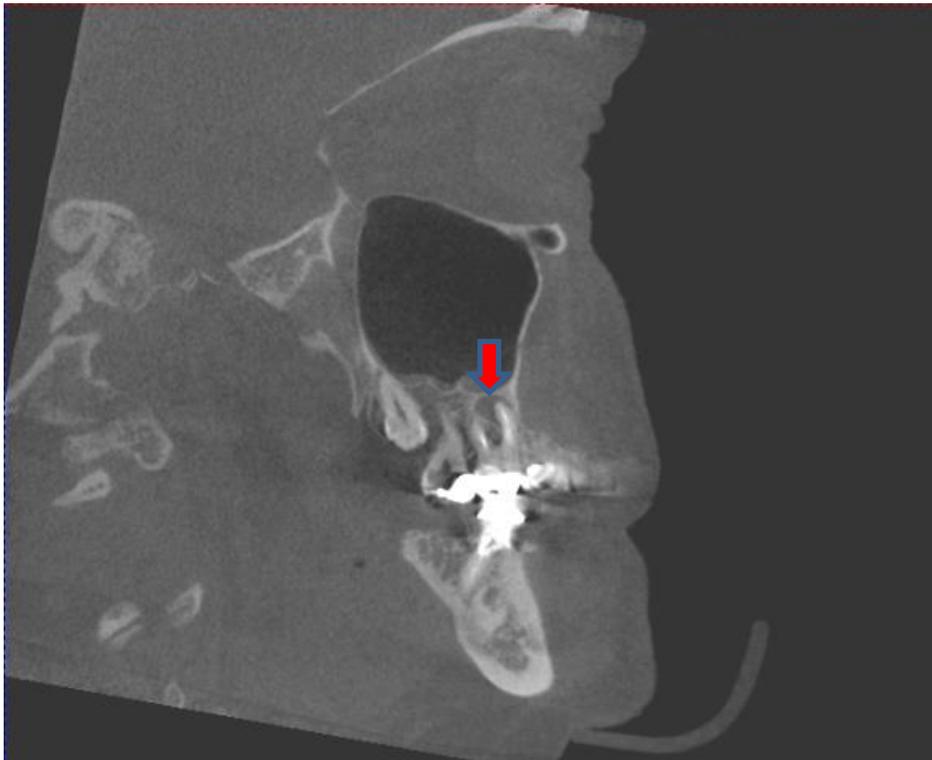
Corte tomográfico exibindo lesão periapical num molar superior com tratamento endodôntico insatisfatório.
